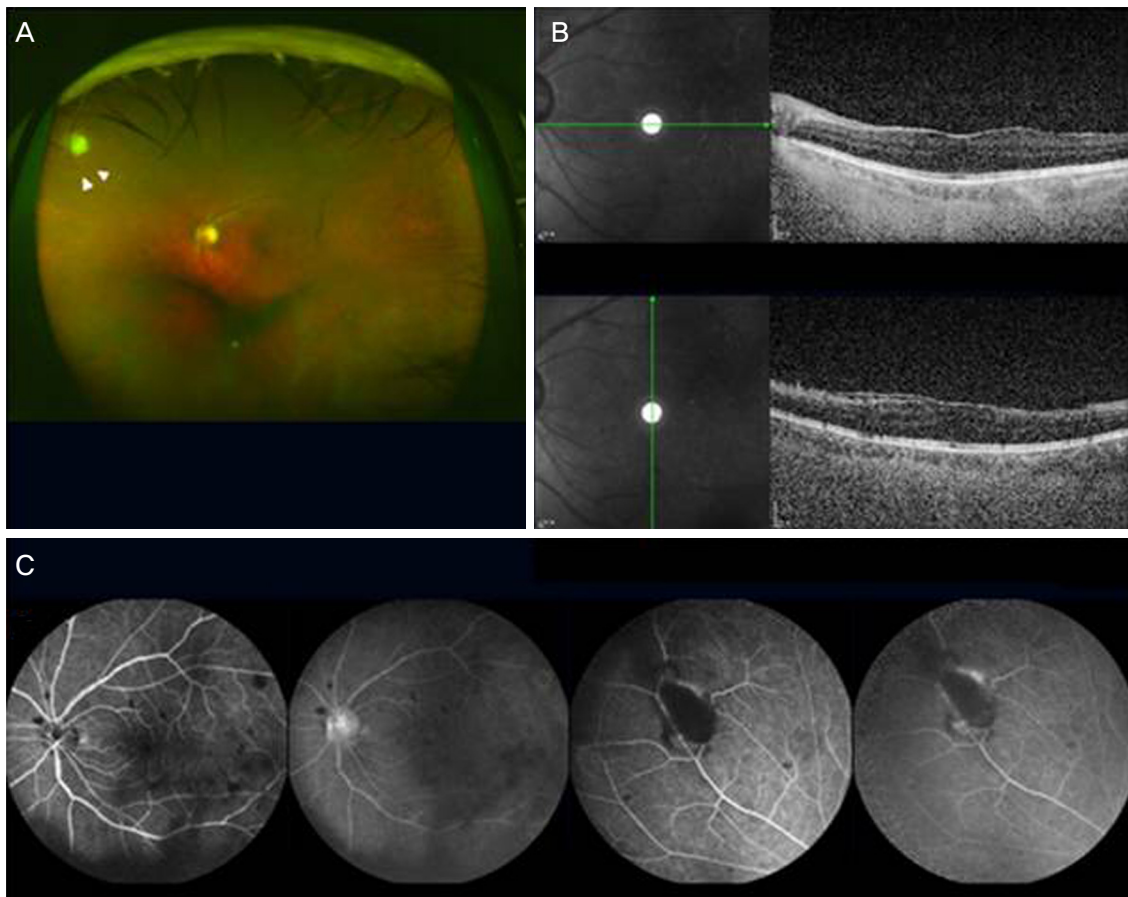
A 65-year-old woman with no previous medical history presented with floater symptoms of the left eye 2 weeks after having received extraction of wisdom tooth. (A) Fundus examination showed multiple snowball at inferior vitreous with one disc diameter sized yellowish preretinal infiltrated lesion at superonasal (white arrowheads). (B) Optical coherence tomography showed epiretinal membrane at macula. (C) Fluorescein angiography showed multiple hypofluorescence without vascular leakage.
